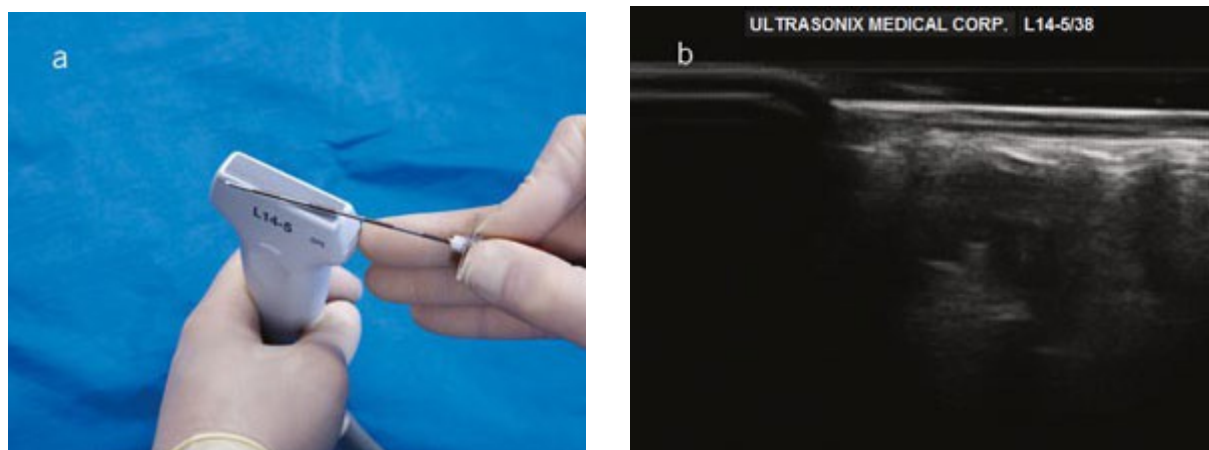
Photographie et image échographique d'une orientation de l'aiguille dans le plan dont la pointe est en position distale par rapport à l'aiguille visualisée à l'écran
